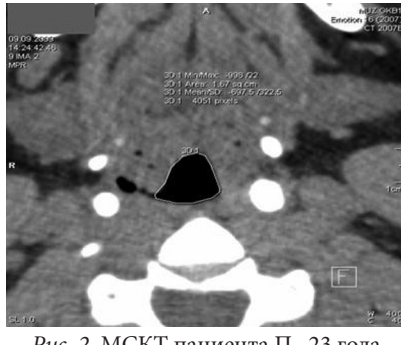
МСКТ пациента П., 23 года. Площадь неизмененного отдела гортани (1,67 см²), аксиальная проекция.
